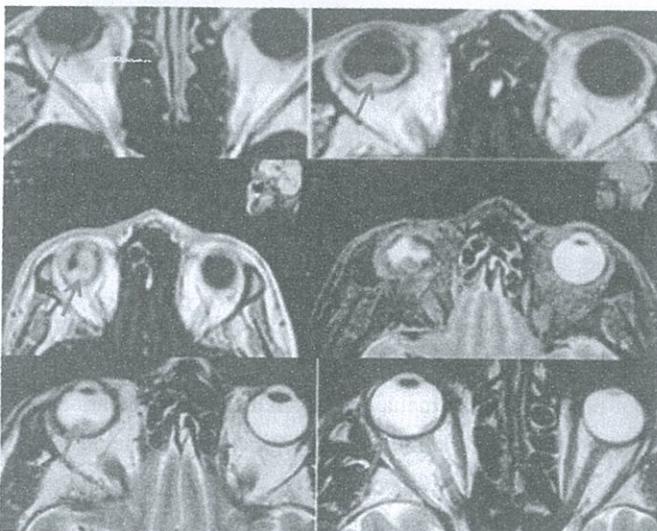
RMN orbitas (HCAM). En los diversos cortes se visualiza lesión intra - bulbar derecha proyectándose hacia el vítreo
